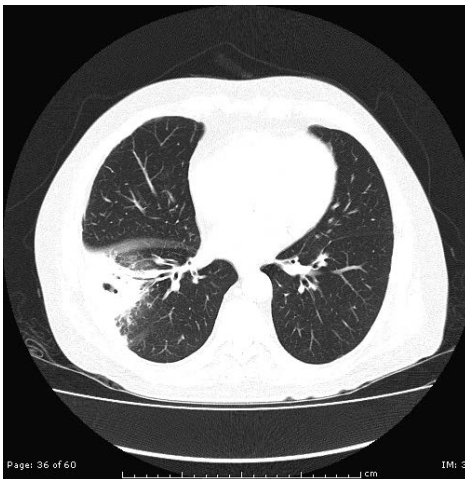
Tomografía axial de alta resolución: se observan infiltrados alveolares y aspecto en vidrio esmerilado en las bases pulmonares
